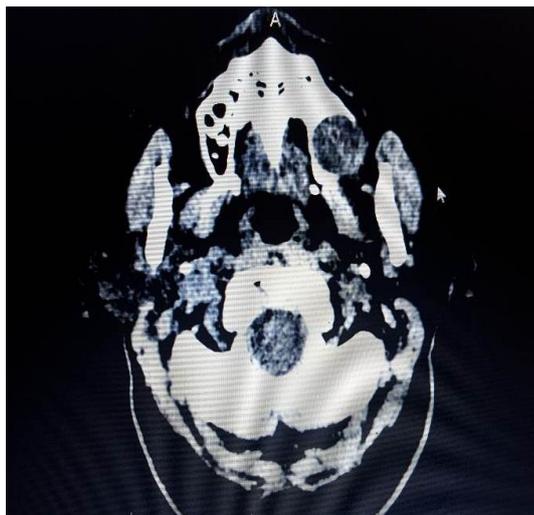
Tomografía Axial Computarizada donde se observa imagen redondeada en región de tuberosidad izquierda
